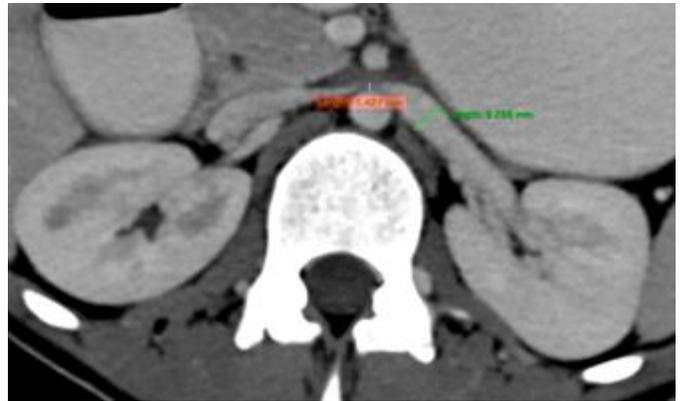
TC abdominal en plano axial con contraste oral e intravenoso en fase venosa. Sitio de máxima compresión de la vena renal (distancia anteroposterior en naranja de 1.4 mm) y dilatación retrograda de la misma (calibre máximo en verde de 9.2 mm).
